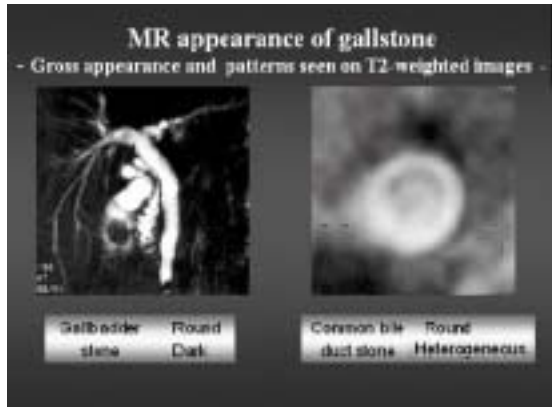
Magnetic resonance cholangiography (MRC) images of gallstones from the same patient showing the same gross appearance and pattern. The shapes of stones in both gallbladder and the duct are round, and the pattern seen on T2-weighted image is dark in the gallbladder and heterogeneous in the bile duct.
